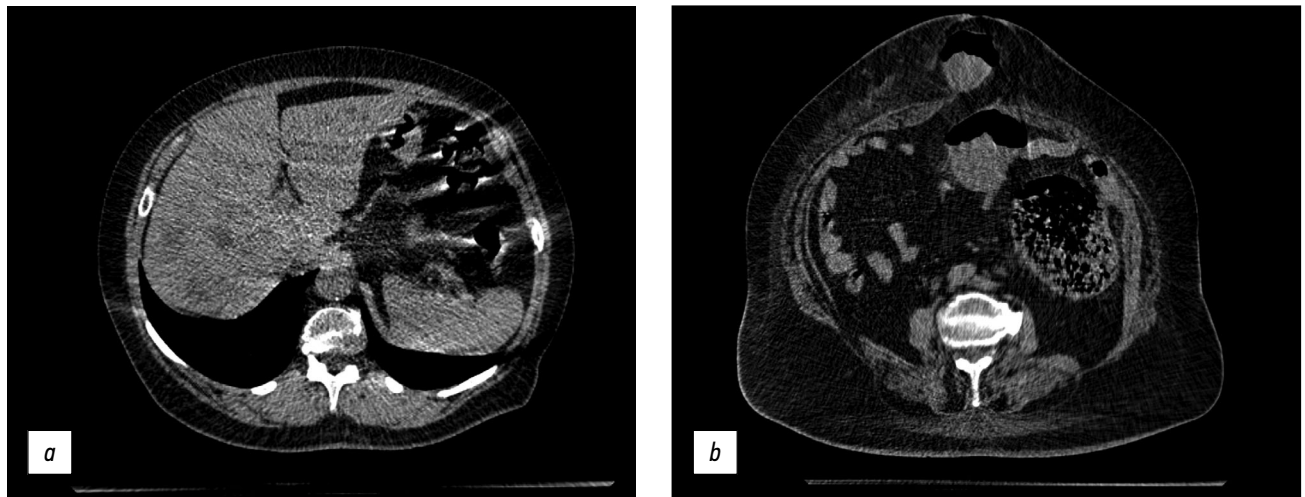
腹腔器官的轴向电算断层扫描图像：a——双肝叶多发低密度肿块的CT图像，肠道区域的螺旋和气体伪影 (helical, gas interface artifacts)；b——绞窄性疝的CT图像。
